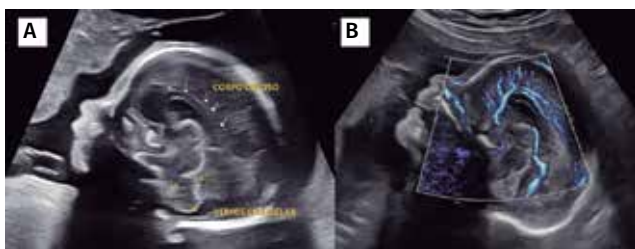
Corte sagital mediano do cérebro fetal. (A) Corte sagital em modo bidimensional com identificação do corpo caloso, *cavum* do septo pelúcido e vermis cerebelar; (B) corte sagital com uso do Doppler colorido evidenciando o trajeto da artéria pericalosa
